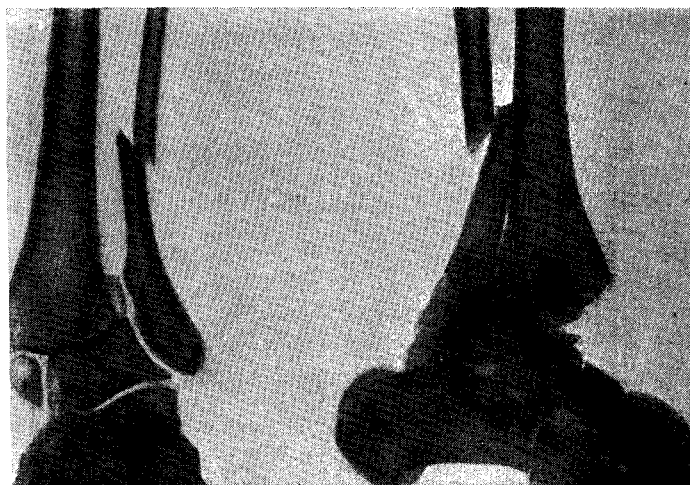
Перелом Дюпюитрена в сочетании с задне-мargинальным переломом большеберцовой кости и смещением стопы кзади. Рентгенограмма.
